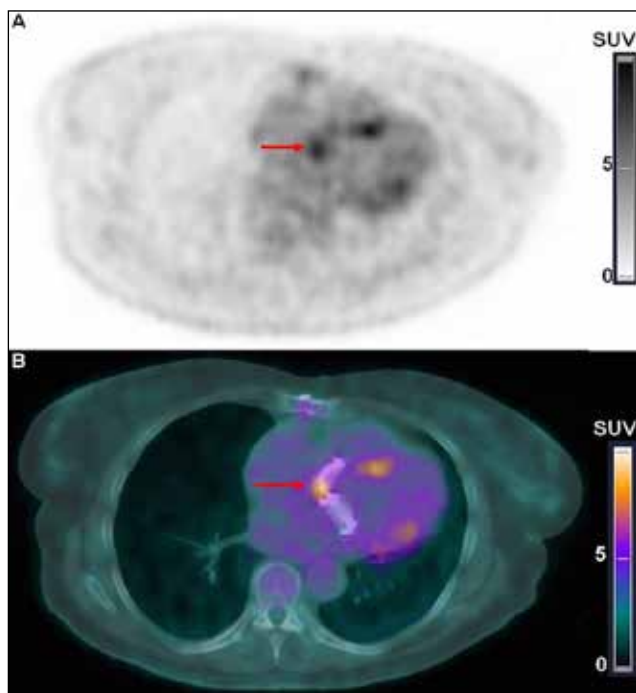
PET/CT au FDG confirmant une nette diminution de l'hypermétabolisme dans la région des valves mitrale et aortique. (A : PET; B : PET/CT : flèche rouge).
